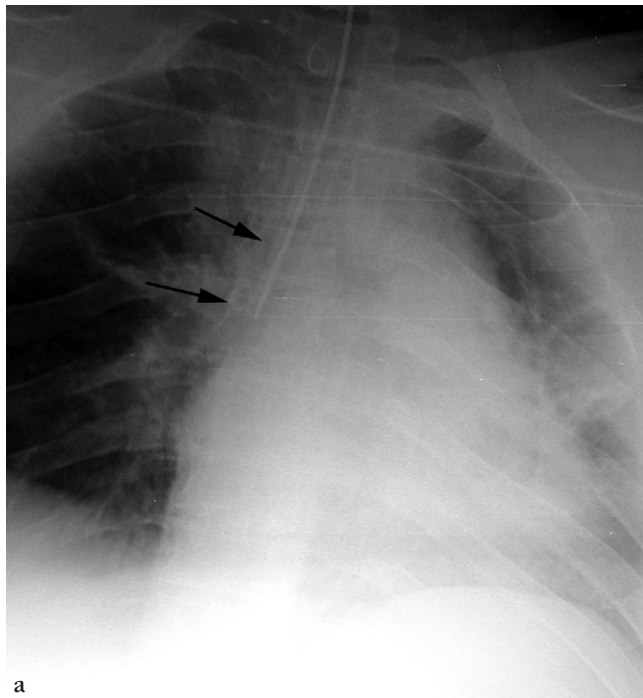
(a) Radiographie thoracique de face. Extrémité distale de la sonde d'intubation trachéale située dans la bronche souche droite (flèches).
